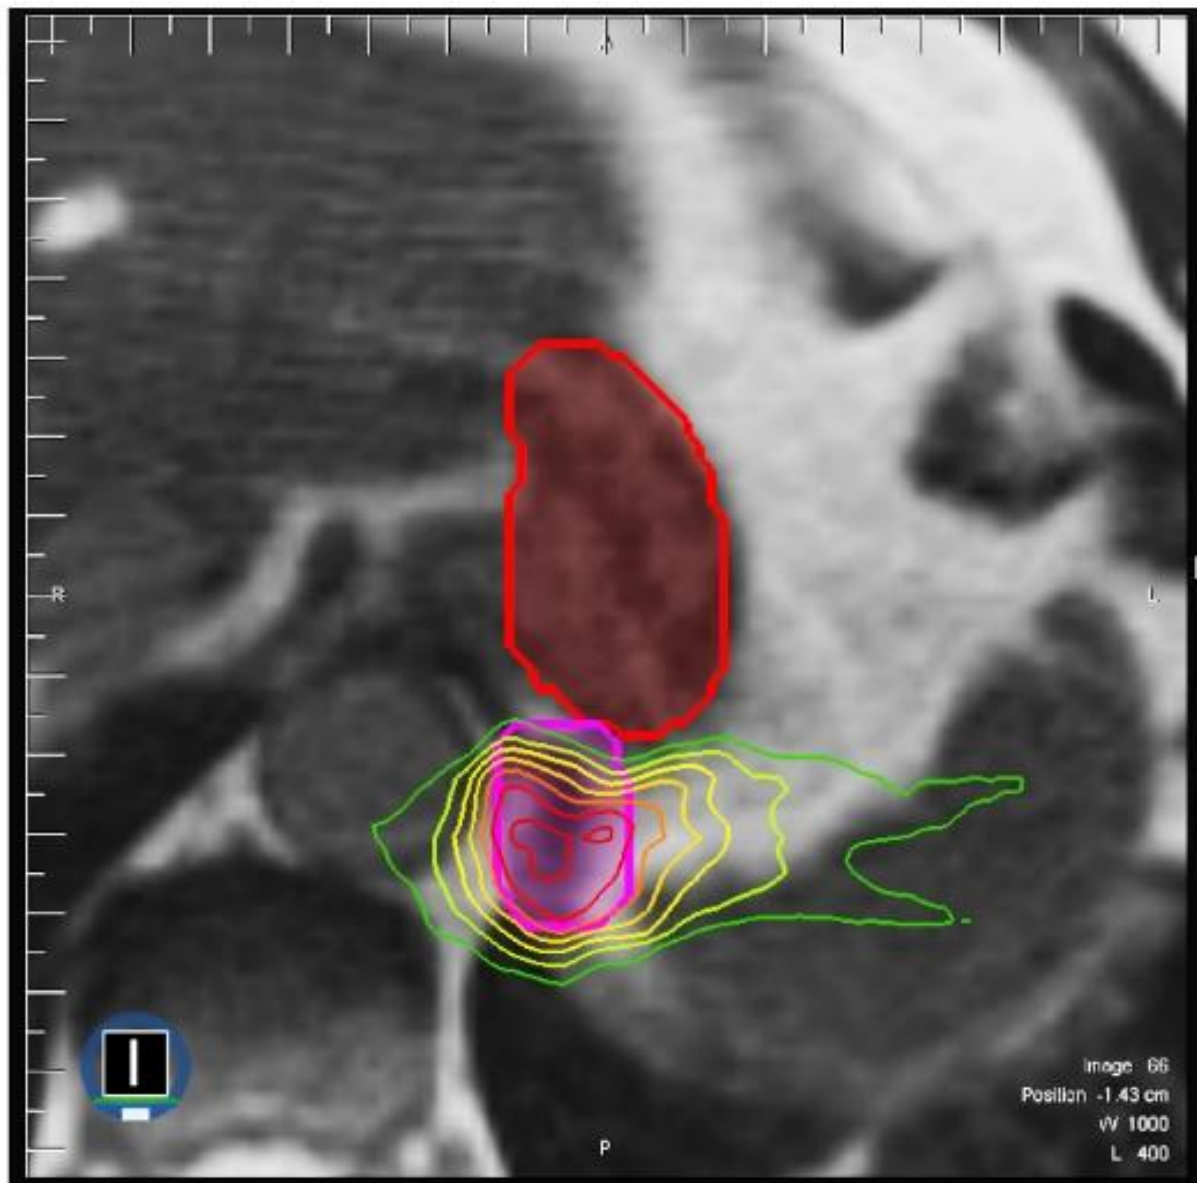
Beispiel MRT des Magen-Darm Traks. Zu sehen ist der Magen (rot) und der Tumor (pink) sowie die verabreichte Strahlendosis. Die Strahlenintensivität werden durch den Regenbogen der Umrisse dargestellt, wobei höhere Dosen rot und niedrigere Dosen grün dargestellt werden.
